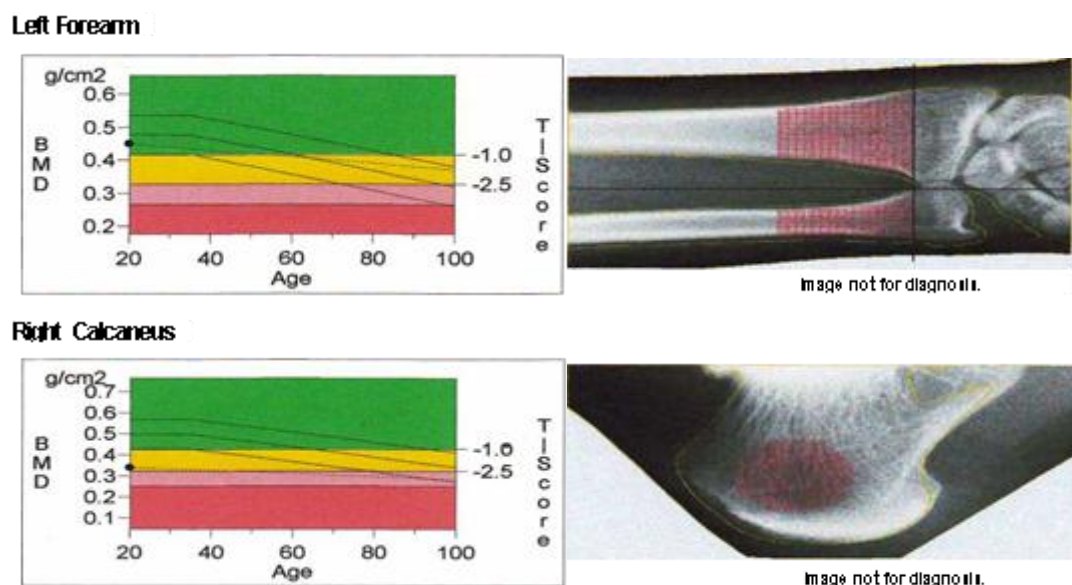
Рентгеновская абсорбциометрия больного Г.: остеопороз пограничной стадии.
